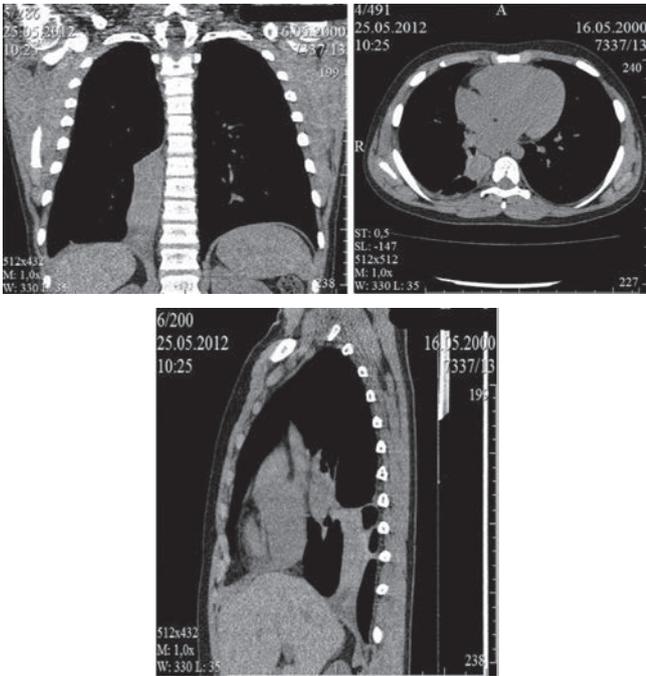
МСКТ грудной клетки через 8 месяцев от начала заболевания
